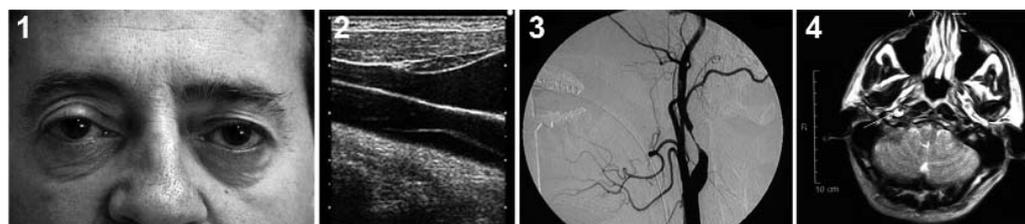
Hallazgos clínicos y de neuroimagen característicos de la disección carotídea: 1) síndrome de Horner con ptosis palpebral; 2) estudio ultrasonográfico (dúplex) que demuestra la doble luz arterial originada por la disección de la pared arterial; 3) estudio angiográfico con la característica imagen de luz arterial afilada; 4) RM cerebral que muestra la oclusión parcial de la arteria carótida.
